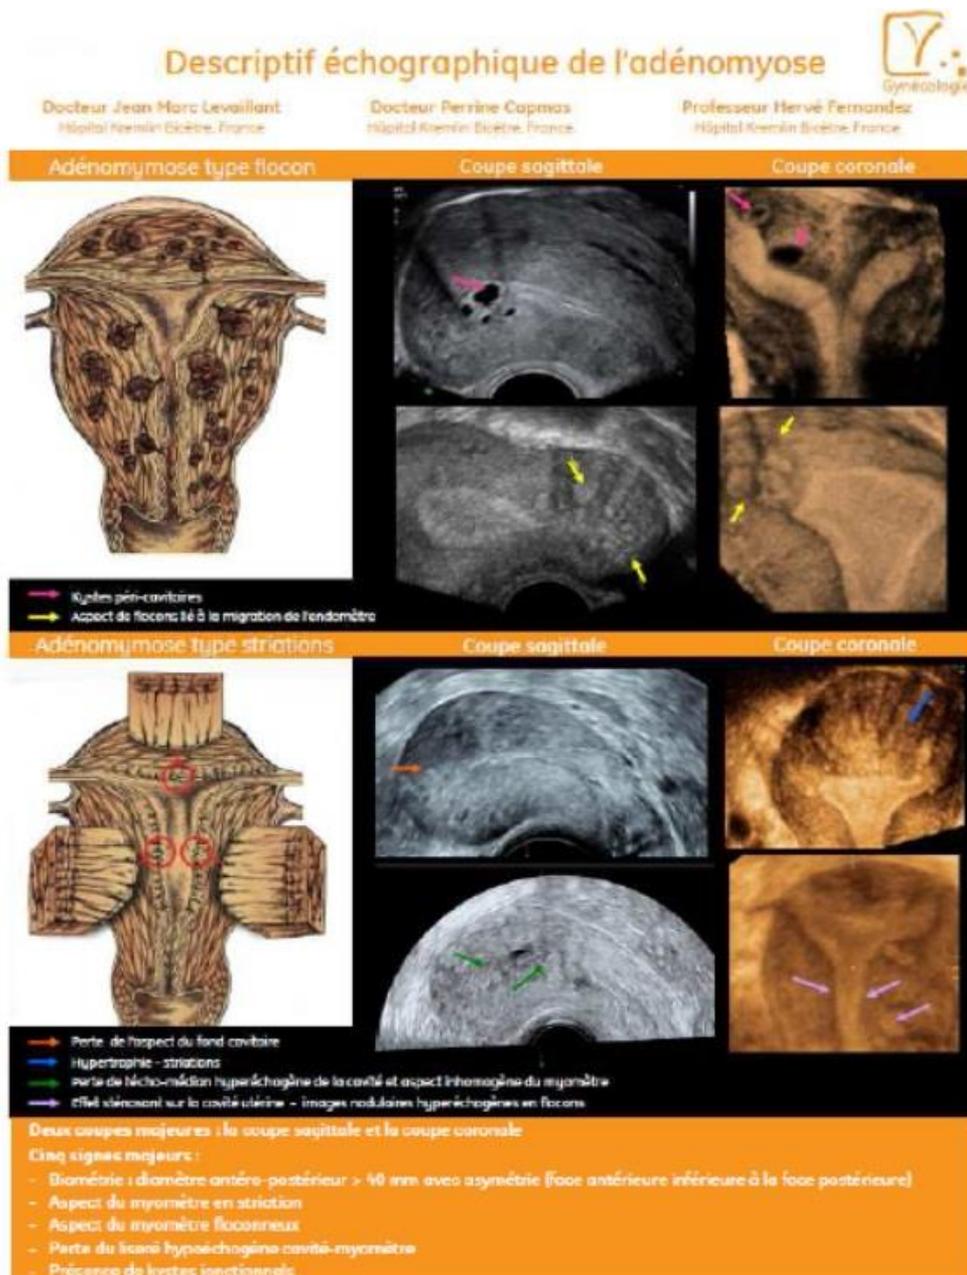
Poster : Descriptif échographique de l'adénomyose.
